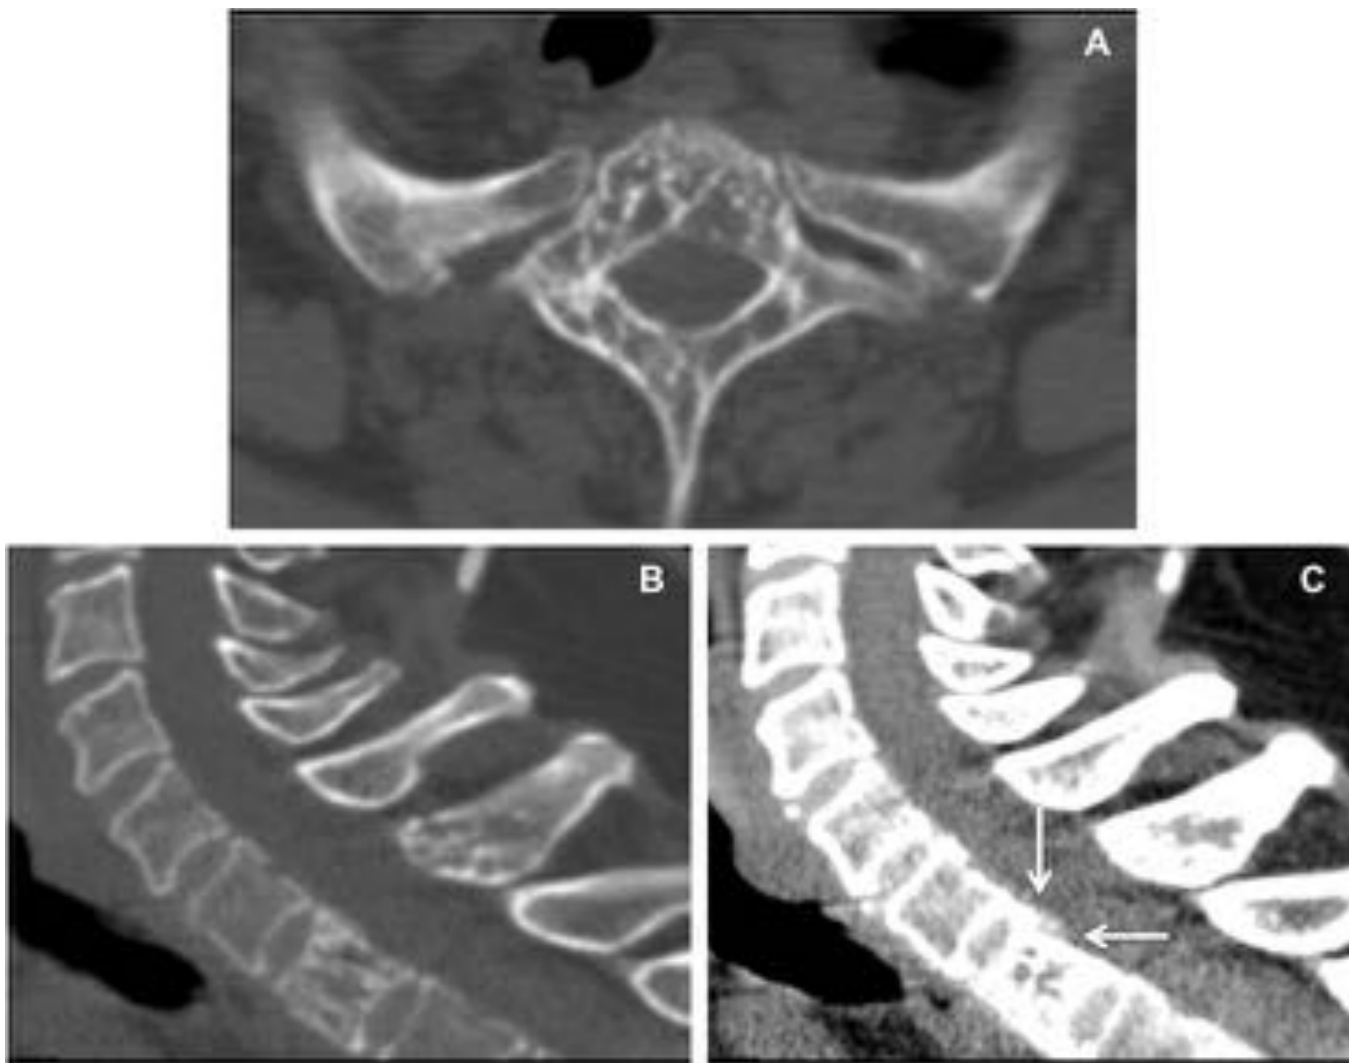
Paciente con antecedente de hemangioendotelioma intervenido. En un TC de control se observa una lesión lítica en la vértebra D2, que afecta a cuerpo vertebral y arco posterior, con septos intralesionales. Presenta afectación de las partes blandas en espacio epidural (flechas).
